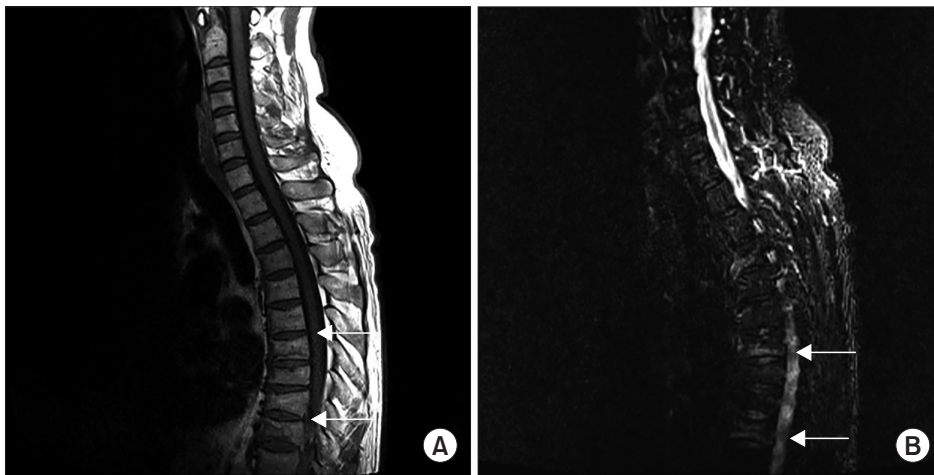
Magnetic resonance imaging scan (sagittal). T2-weighted short T1-inversion recovery (STIR) thoracolumbar (T-L) junction view (B) showing more enhanced T6 and T9 region than T1-weighted turbo spin echo (TSE) T-L junction view (A); recent T6 and T9 fracture (arrows).
